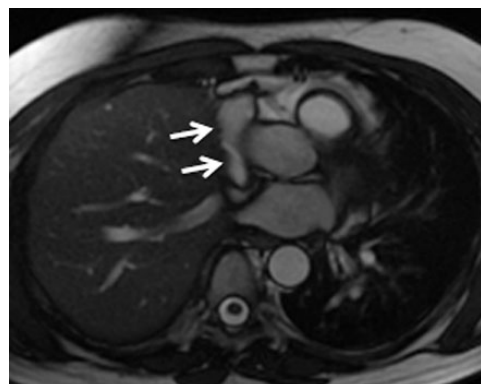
Imágenes por resonancia magnética del tórax, en el plano axial (FIESTA y T1), demuestran que foco hipercaptante de FDG visualizado en el PET/CT corresponde a auriculilla derecha, en continuidad con aurícula derecha (flechas).
